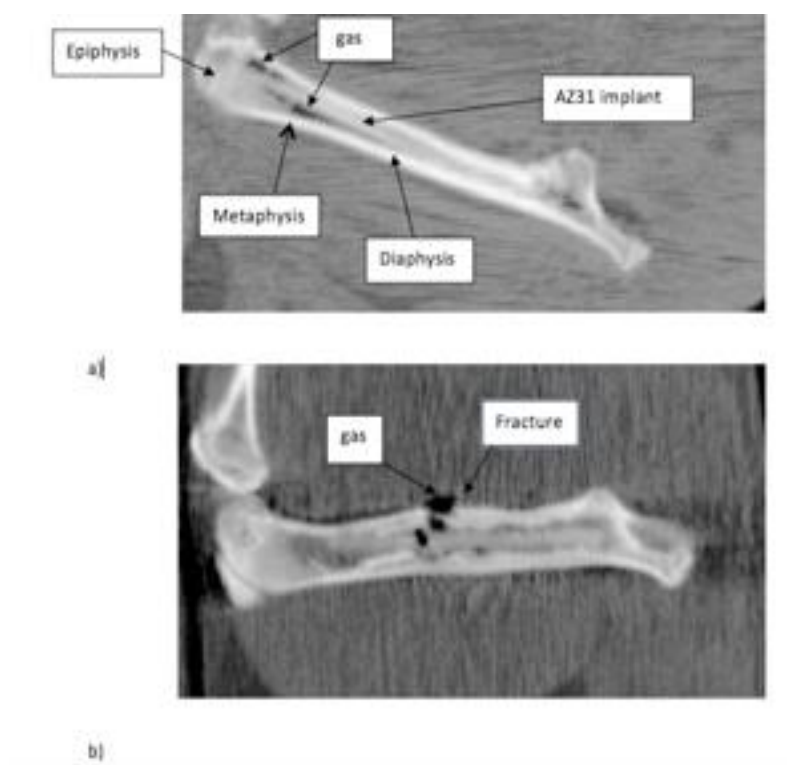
Vista sagital de CT de fémures de rata con implantes de magnesio a) sin fractura a los tres meses de su implantación y b) con fractura al mes de su implantación. Las áreas negras es el gas producido como consecuencia de la biodegradación del magnesio
